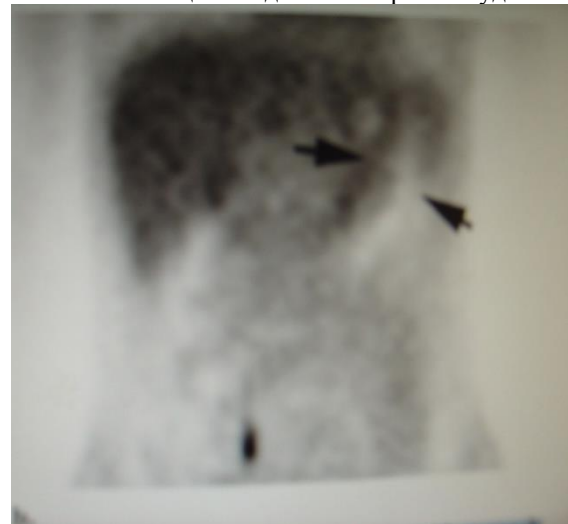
Корональная ПЭТ: отсутствие заметного накопления ФДГ в желудке (стрелки).
